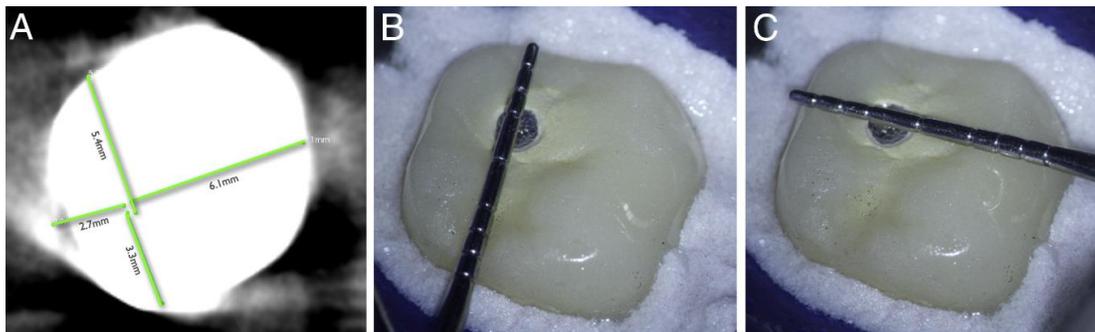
Mediciones hechas en CBCT para localización de conducto.
